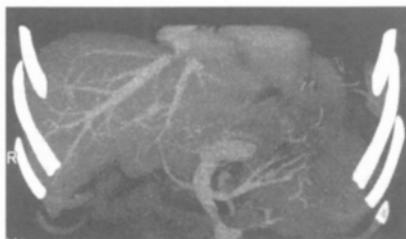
CT 静脉期重建图清晰显示 MHV 属支
